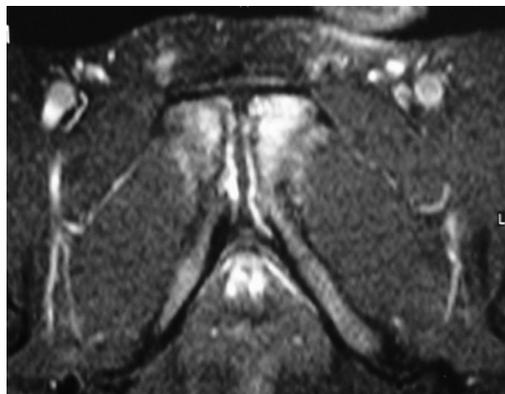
Ressonância nuclear magnética.
